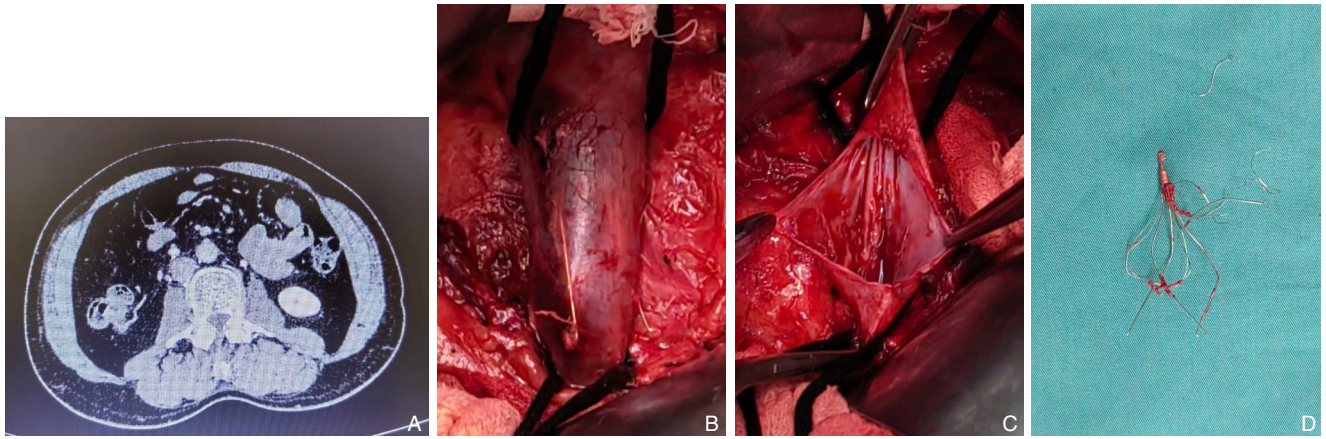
Tulip 滤器留置12年,脚支穿透IVC壁 A: CT示脚支穿透IVC壁; B: 术中所见; C: 取出滤器后IVC壁,少量内膜增生; D: 取出的Tulip 滤器,已剪断变形
